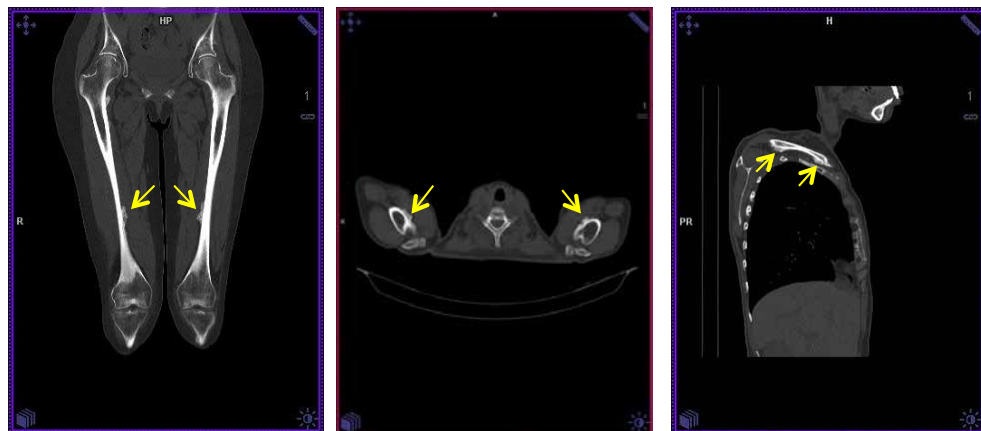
TC. Se observan áreas de periostitis como indican las flechas en: a) Vertiente medial de la diáfisis de ambos fémures; b) Porción proximal de las diáfisis de ambos húmeros; c) Vertiente lateral de ambas clavículas.
